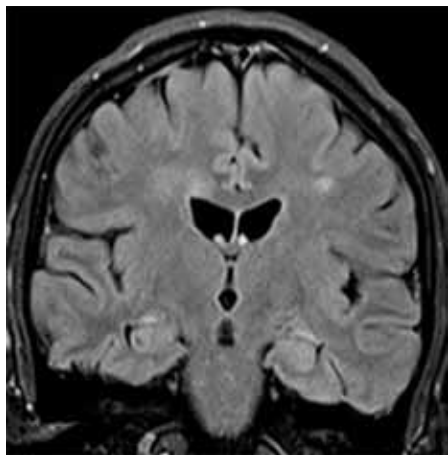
МРТ. Очаговые изменения белого вещества
